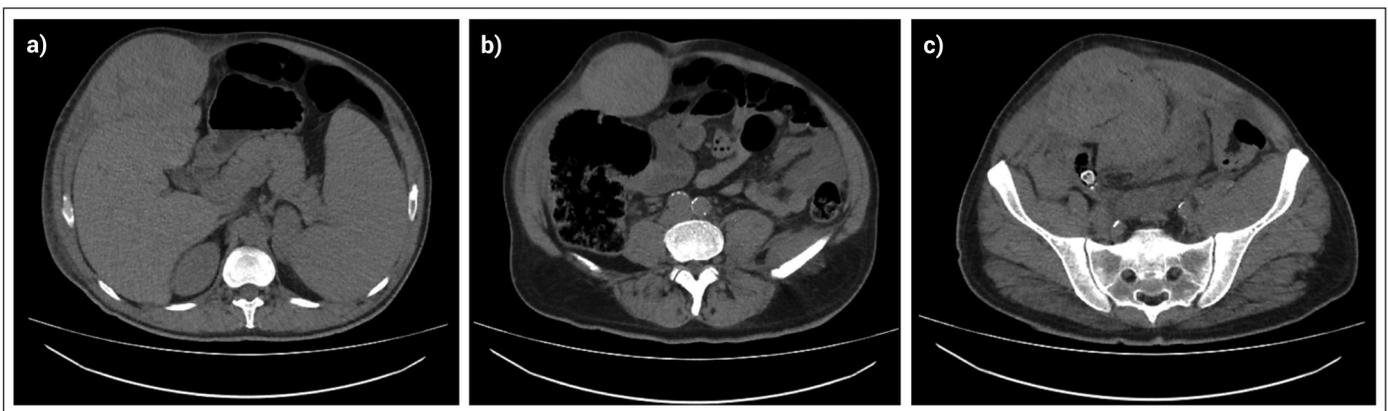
Tomografía computarizada (TC) de abdomen y pelvis (a) corte axial en que se observa hematoma del recto abdominal derecho y esplenomegalia; (b) corte axial en que se observa hematoma del recto abdominal derecho; (c) corte axial en que se evidencia extensión pélvica del hematoma.
